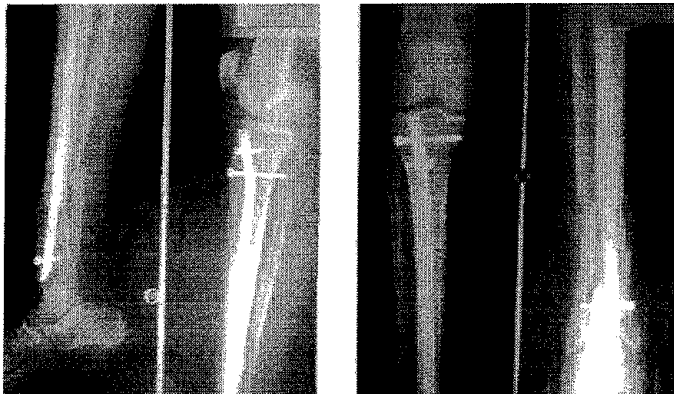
radiographies de profil et de face de la jambe droite du 12/09/00.
